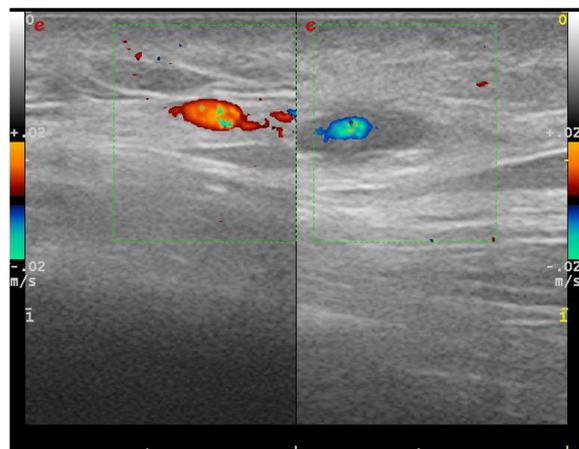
Ecografía Doppler con sonda lineal sobre nódulo doloroso palpable. A la derecha, se observa área hipocóica perivascular que corresponde a nódulo clínico. A la izquierda, arteria temporal contralateral sin datos de enfermedad.
